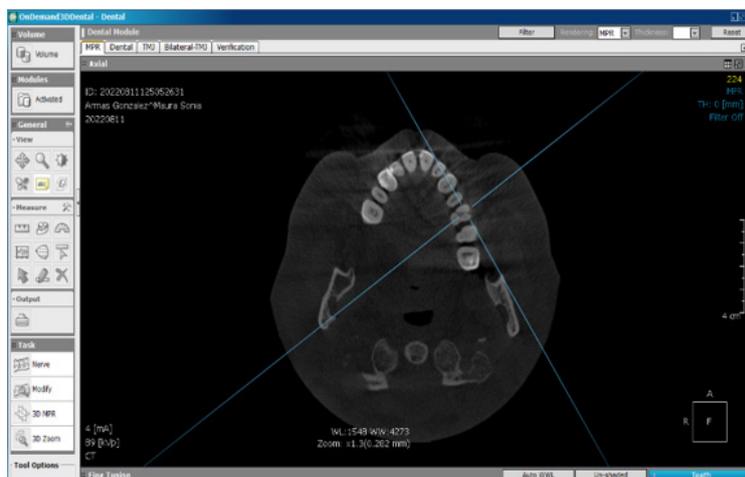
Uso de la tomografía computarizada Pz#26
